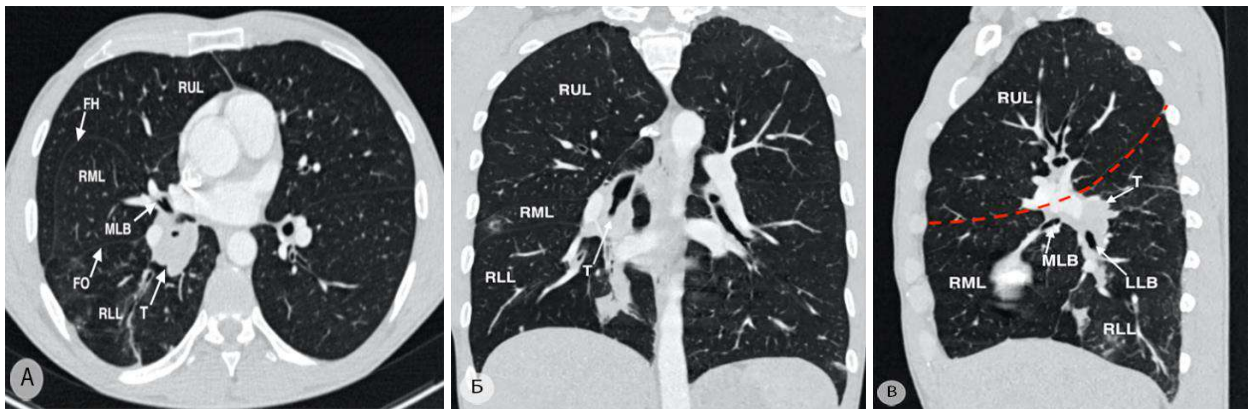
Плоскоклеточный рак нижней доли правого лёгкого с распространением перибронхиальной инфильтрации на среднедолевой и промежуточный бронхи (компьютерные томограммы). а – аксиальная проекция, видна зона перибронхиальной опухолевой инфильтрации щелевого отдела лёгочной артерии и проксимальной части среднедолевого бронха (B⁴⁺⁵); б – фронтальная проекция; в – сагиттальная проекция, пунктирной линией показана проксимальная граница резекции лёгочной паренхимы и анатомических структур корня. Т – опухоль; RUL – верхняя доля правого лёгкого; RML – средняя доля правого лёгкого; RLL – нижняя доля правого лёгкого; FH – горизонтальная щель; FO – косая щель; MLB – среднедолевой бронх; LLB – нижнедолевой бронх
